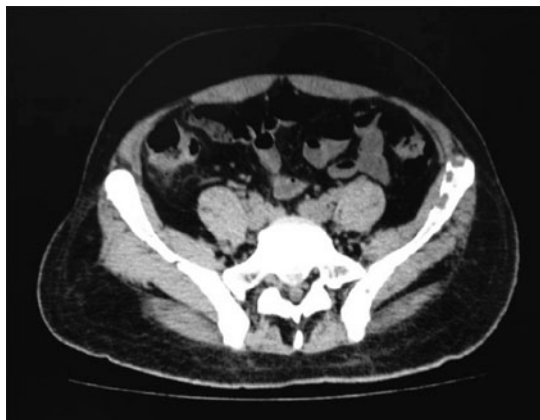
Tomografia Computadorizada: Lesões líticas em ossos da bacia e na coluna vertebral.
